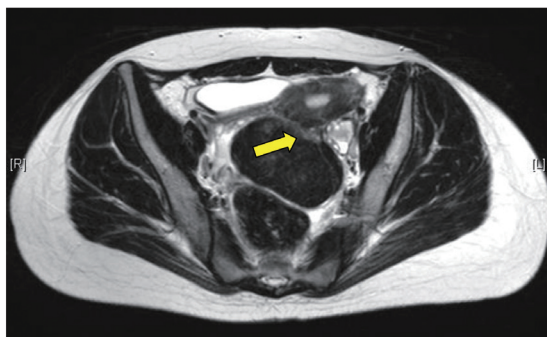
症例2 骨盤MRI T2強調画像(腹痛発作時) 子宮後壁側から発生する茎をもつ9cm大の漿膜下筋腫。
